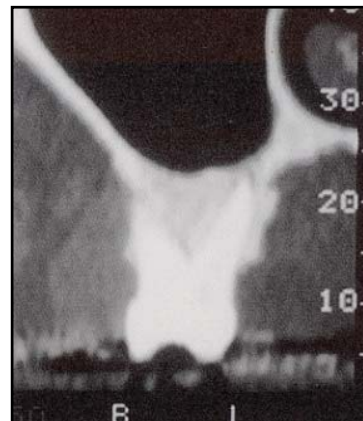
Corte (TAC) de um molar (228).
